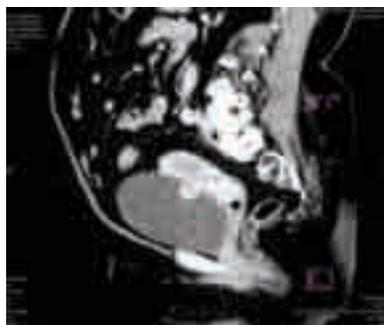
Corte coronal de urotomografía abdominopélvica en su fase venosa; se repite imagen hiperdensa en piso vesical.
